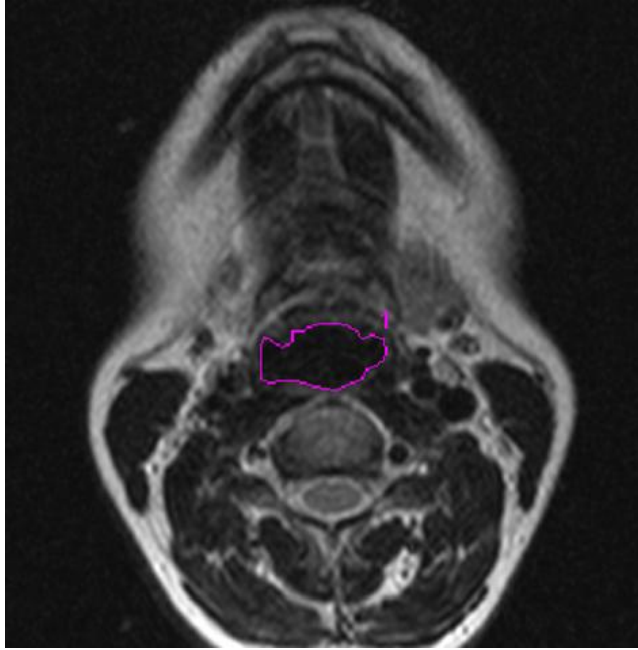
Aksiyel BT görüntüsü üzerinden nazofarinks en dar alanı ölçümü
